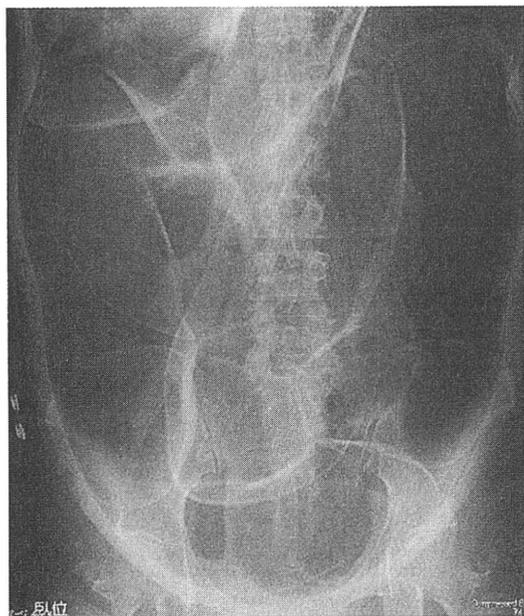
慢性偽性腸閉塞症の腹部単純X線所見 (臥位正面) (文献7)より
